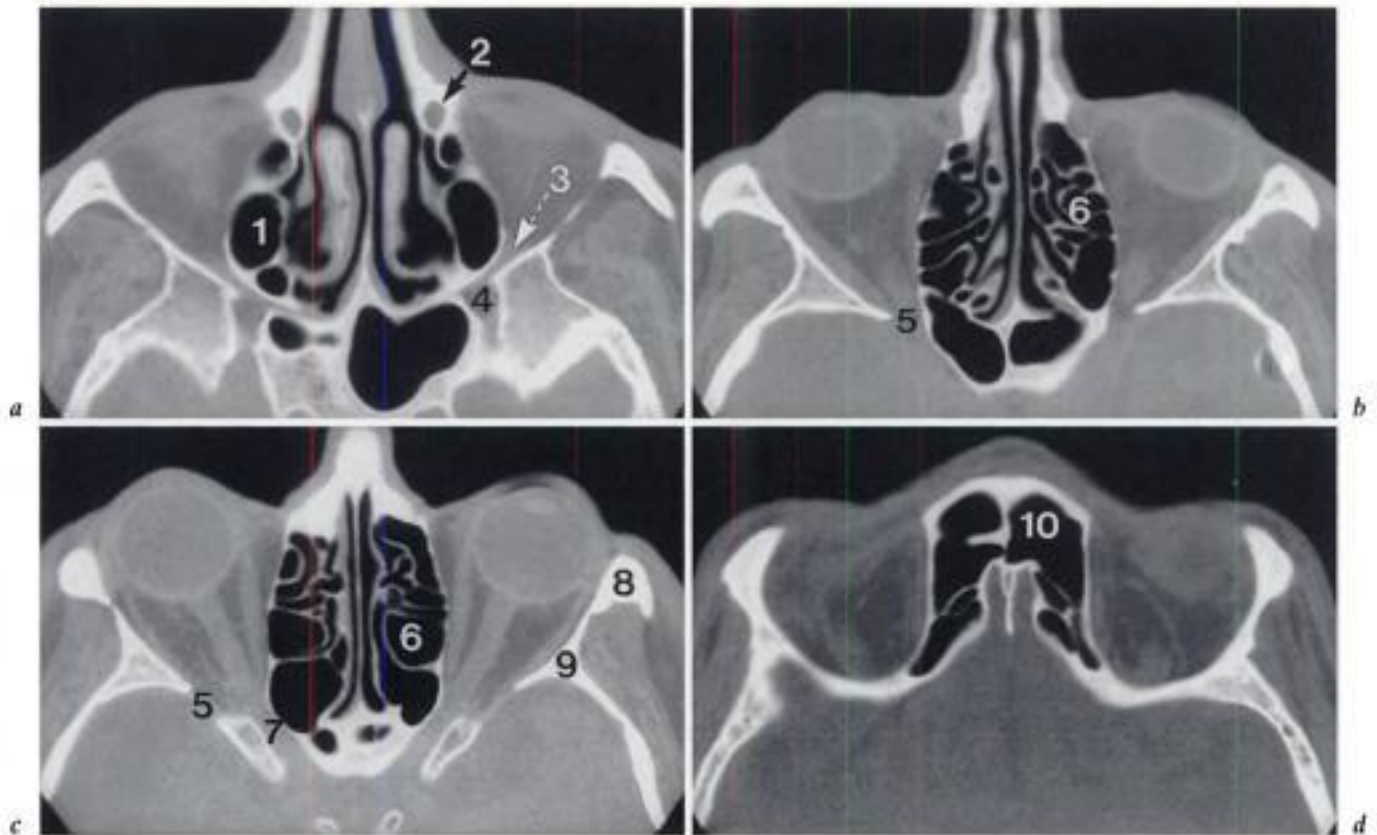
TDM transversale en fenêtre osseuse de bas en haut (a → d).
